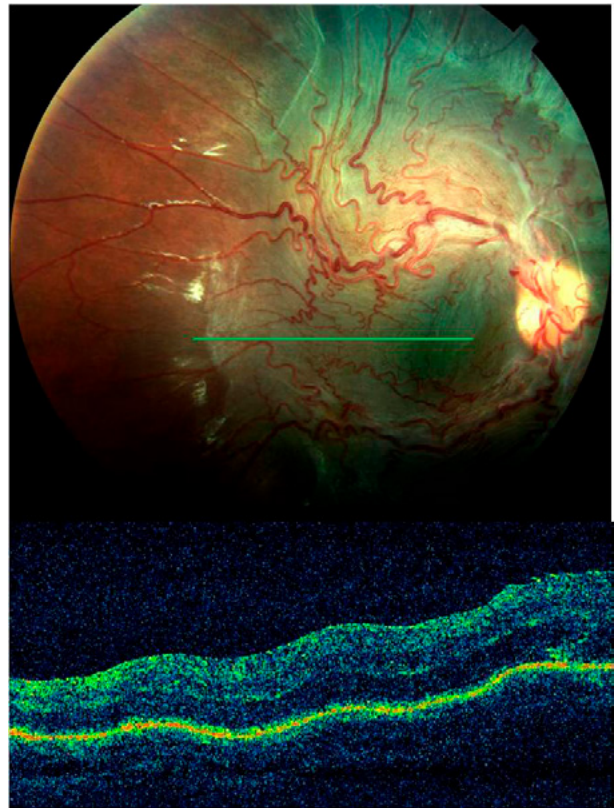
Superior: retinografía de hamartoma combinado de retina y epitelio pigmentario de la retina. Nótese la desorganización retiniana del polo posterior, con tortuosidad vascular retiniana, ectopia foveal. Inferior: Tomografía de coherencia óptica del mismo caso que muestra desestructuración de capas retinianas con engrosamiento y gliosis suprayacente.
